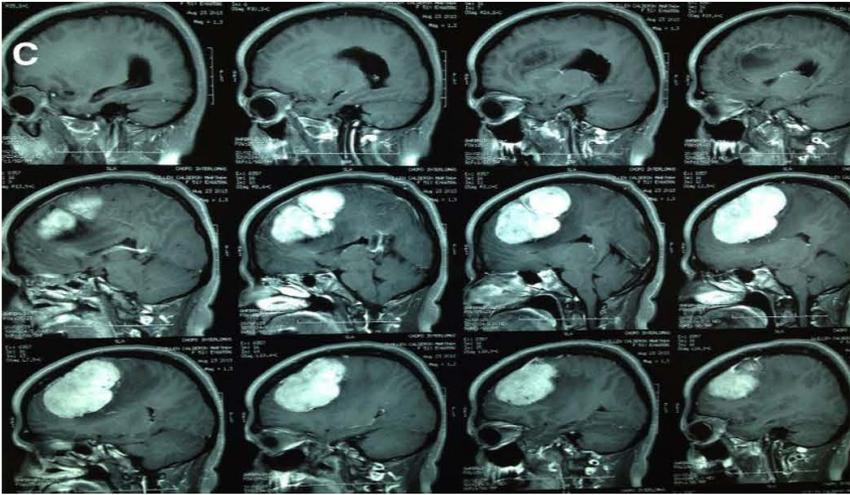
Caso clínico de la serie.A,B y C: Meningioma de la convexidad frontal izquierda en cortes axial,coronal y sagital respectivamente.D:craneoplastía in situ del caso en el transoperatorio.E,F Y G:Tomografía en 3D demostrando la adecuada alineación del craneoplasto y el hueso(17 meses postoperatorio).H,I: corte axial y coronal de tomografía a los 17 meses de postoperatorio sin evidencia de tumor.J,K: Fotografía clínicas de la paciente de frente y lateral izquierdo(lado implicado) respectivamente mostrando el resultado estético obtenido.
